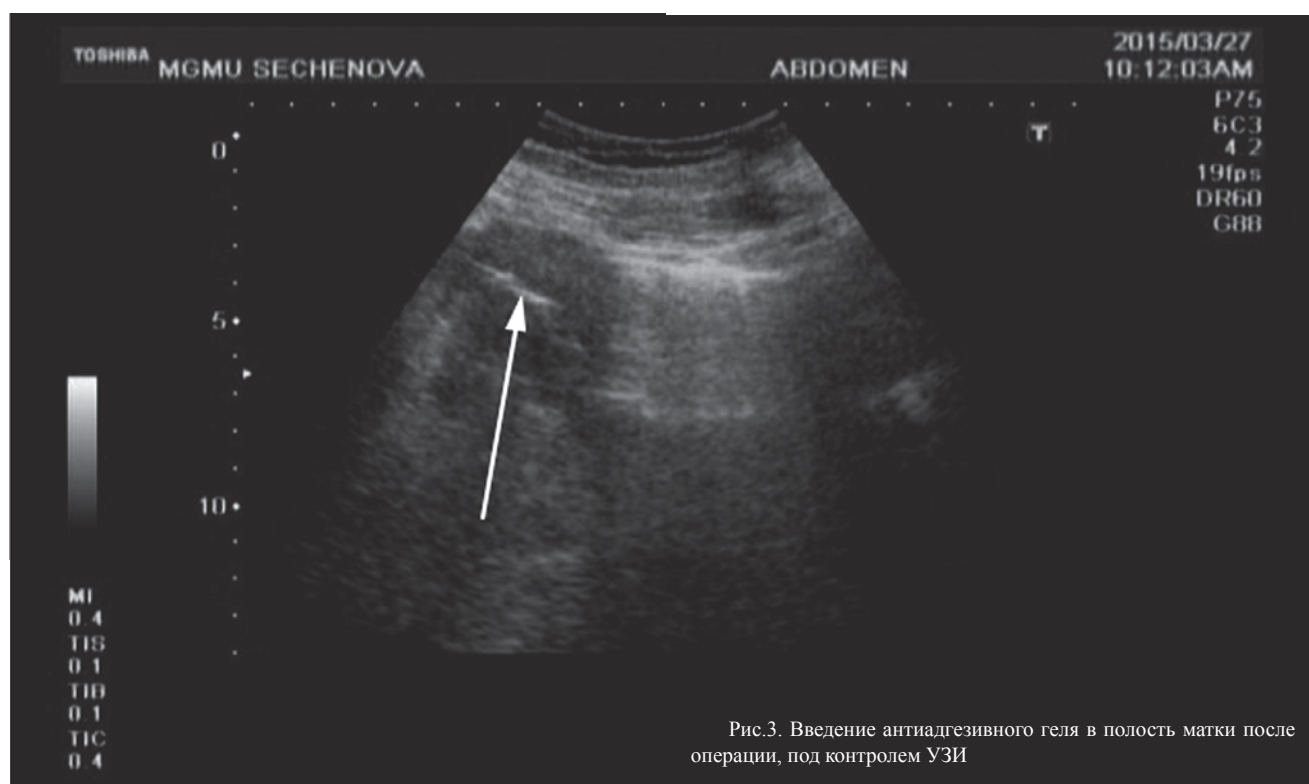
Введение антиадгезивного геля в полость матки после операции, под контролем УЗИ
